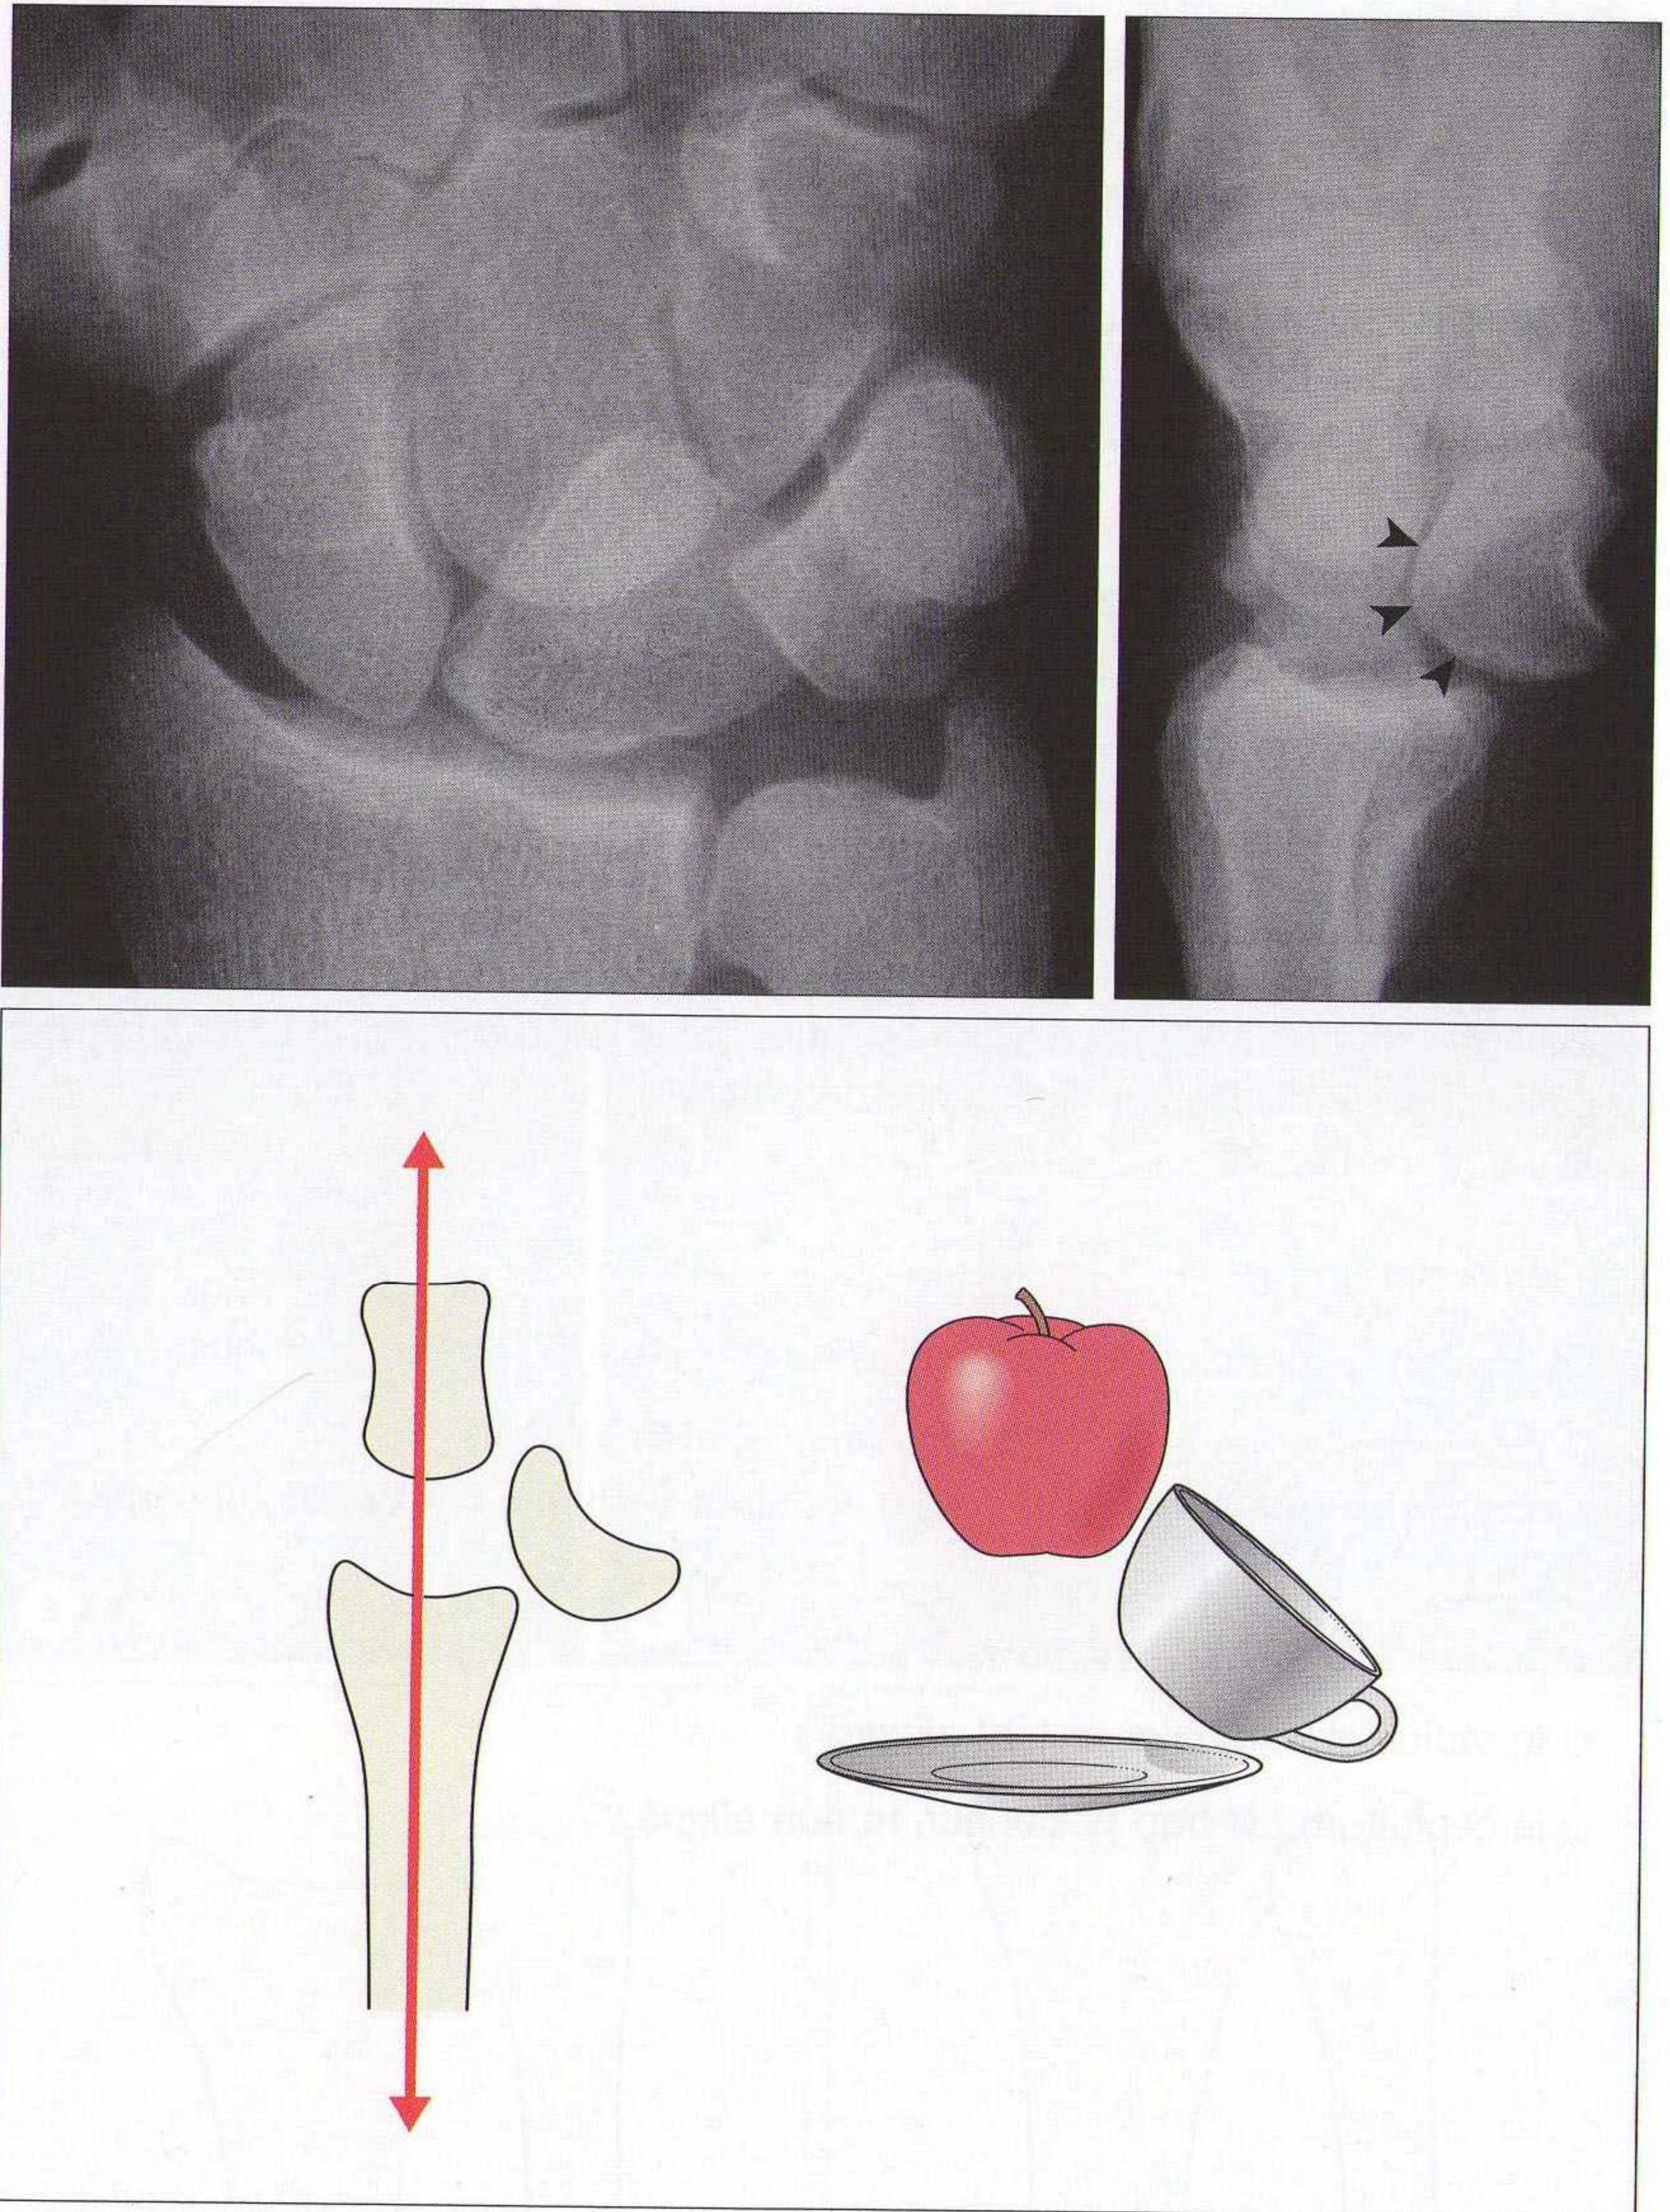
Luxation du lunatum : la radiographie de profil montre la luxation antérieure du lunatum (têtes de flèche). La concavité du lunatum (« la tasse ») est vide. Le radius et le capitatum restent alignés.
